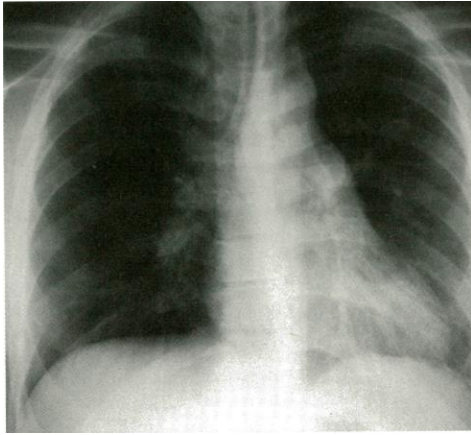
Radiographie 8 Jours après Exposition montrant un Infiltrat en Verre dépoli et des Opacités dans le Lobe inférieur gauche et de la Lingula ainsi qu'un Aspect réticulonodulaire à droite
